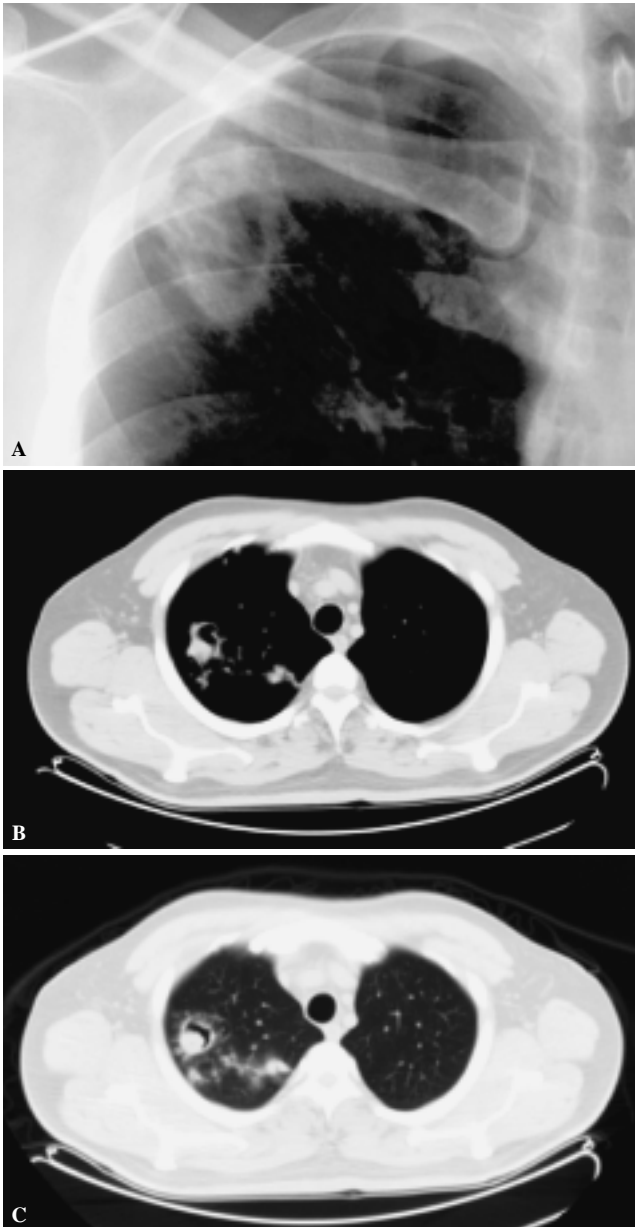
(A, B y C). Caso 5: Imagen radiológicas y de TC, corte axial, con ventanas mediastinal y para pulmón, donde se demuestra lesión cavitada única, apical, derecha, con signo del aire creciente, con afectación parenquimatosa adyacente y que corresponde a Aspergilosis pulmonar.
